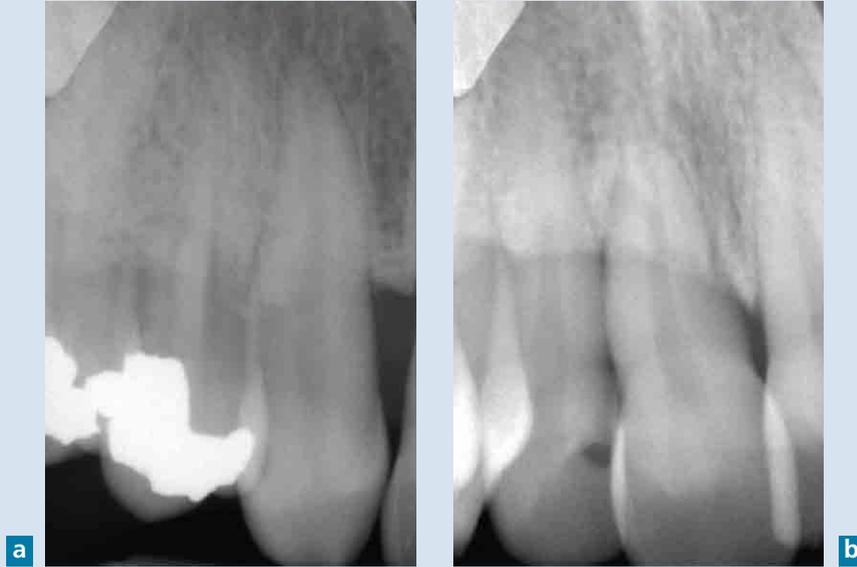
Radiographies de la 13 (a) et des 11 et 12 (b) avant traitement (à vérifier)
